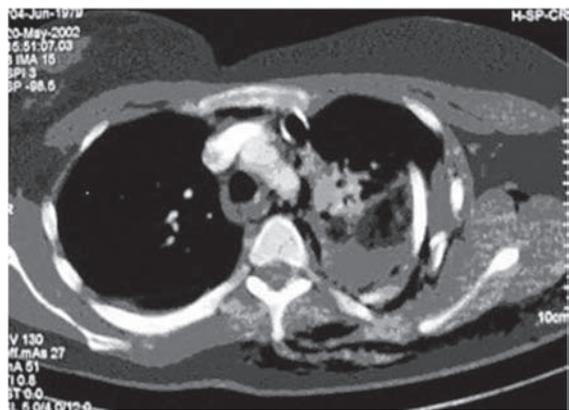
Tomografia computadorizada de tórax mostrando segmento de costela 'herniado' para a cavidade, comprimindo pulmão.
